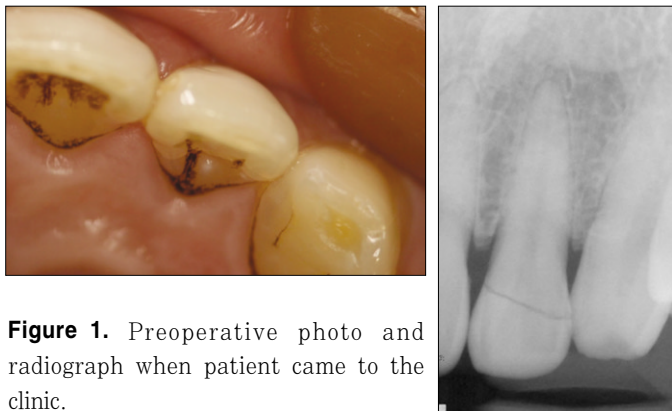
Preoperative photo and radiograph when patient came to the clinic.
